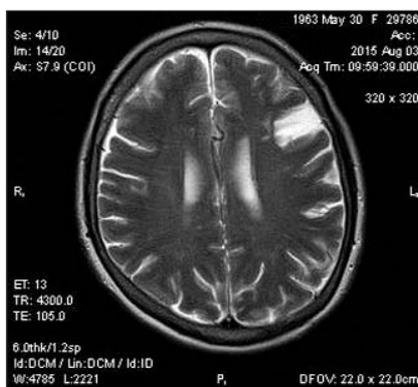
МРТ головного мозга той же пациентки (август 2015 г.). T2-ВИ, аксиальная проекция: зона кистозно-глиозных изменений в коре левой лобной доли (последствия инсульта)
